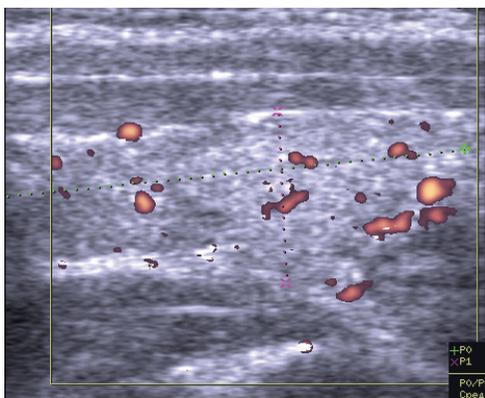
Пациентка А., 43 г., УЗИ (левая доля, продольная проекция, ЭДК). Малое усиление кровообращения.
